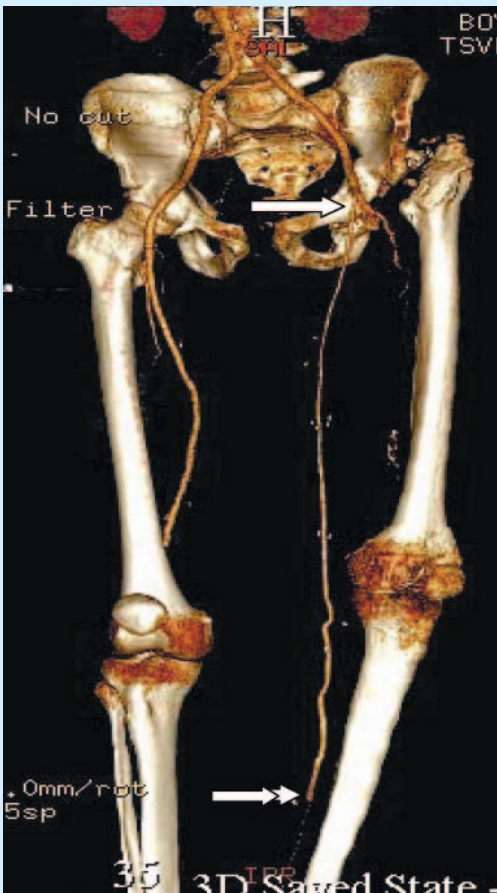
КТ-ангиограмма больного Т., 68 лет. Функционирующий общеподвздошно-подколенный дистальный шунт. Зона проксимального анастомоза синтетического протеза с общей подвздошной артерией отмечена стрелкой. Дистальный анастомоз аутовены с подколенной артерией обозначен двойной стрелкой. Место анастомоза синтетического протеза с аутовеной обозначено вертикальной стрелкой
